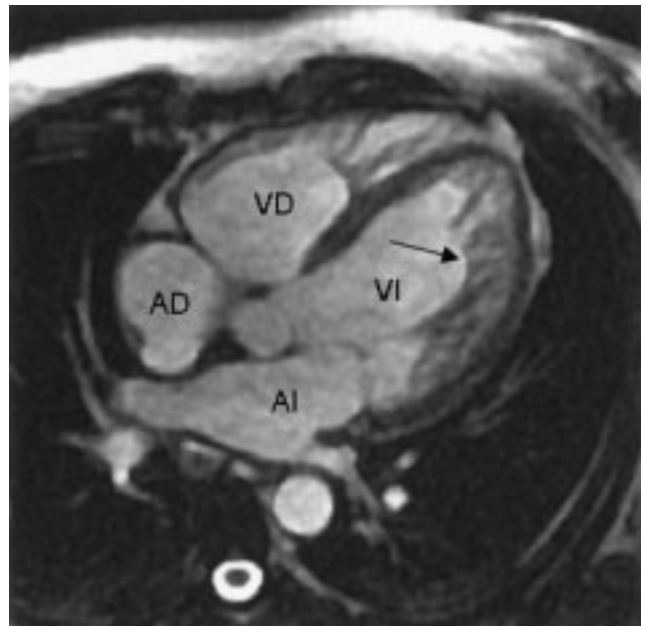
Imagen de cine resonancia magnética con secuencia *steady state free precession* al final de diástole en el eje largo horizontal que muestra (flecha) una capa de miocardio no compactado que es más prominente en la pared lateral del ventrículo izquierdo y una capa miocárdica compactada delgada. Además, puede verse una línea de diferenciación clara entre estas dos capas. AI: aurícula izquierda; AD: aurícula derecha; VI: ventrículo izquierdo; VD: ventrículo derecho.
